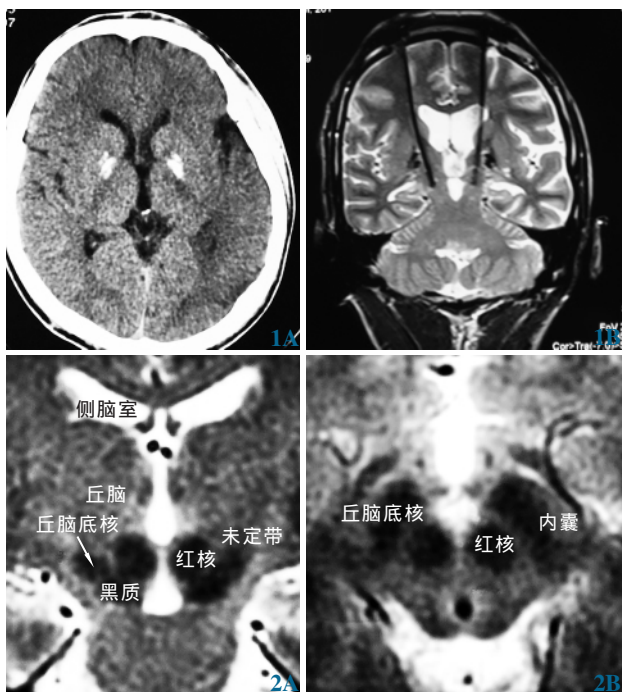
Fahr 综合征 1A 头部 CT 扫描显示:双侧基底核区大片钙化 1B 双侧 STN-DBS 术后冠状位 MRI 显示:两侧电极针道避开钙化灶,电极位置满意 图 2 丘脑底核 MRI 2A 冠状位 2B 轴位
